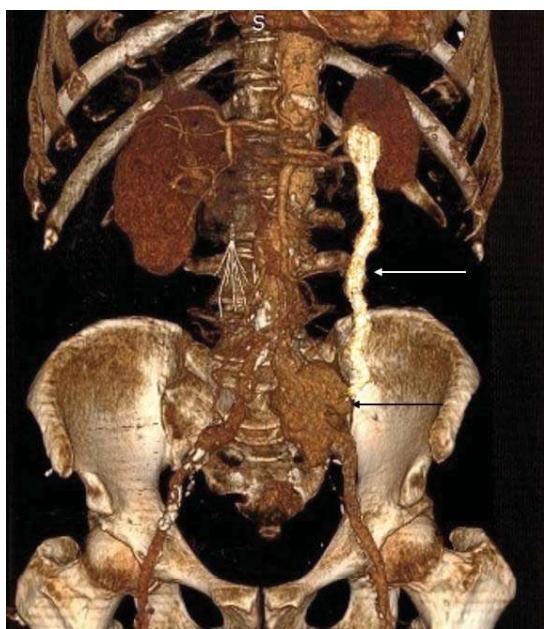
КТ-ангиография. Определяется расширенный в верхней трети мочеточник (показан белой стрелкой). Средняя треть мочеточника на фоне аневризмы не прослеживается (показано чёрной стрелкой).
